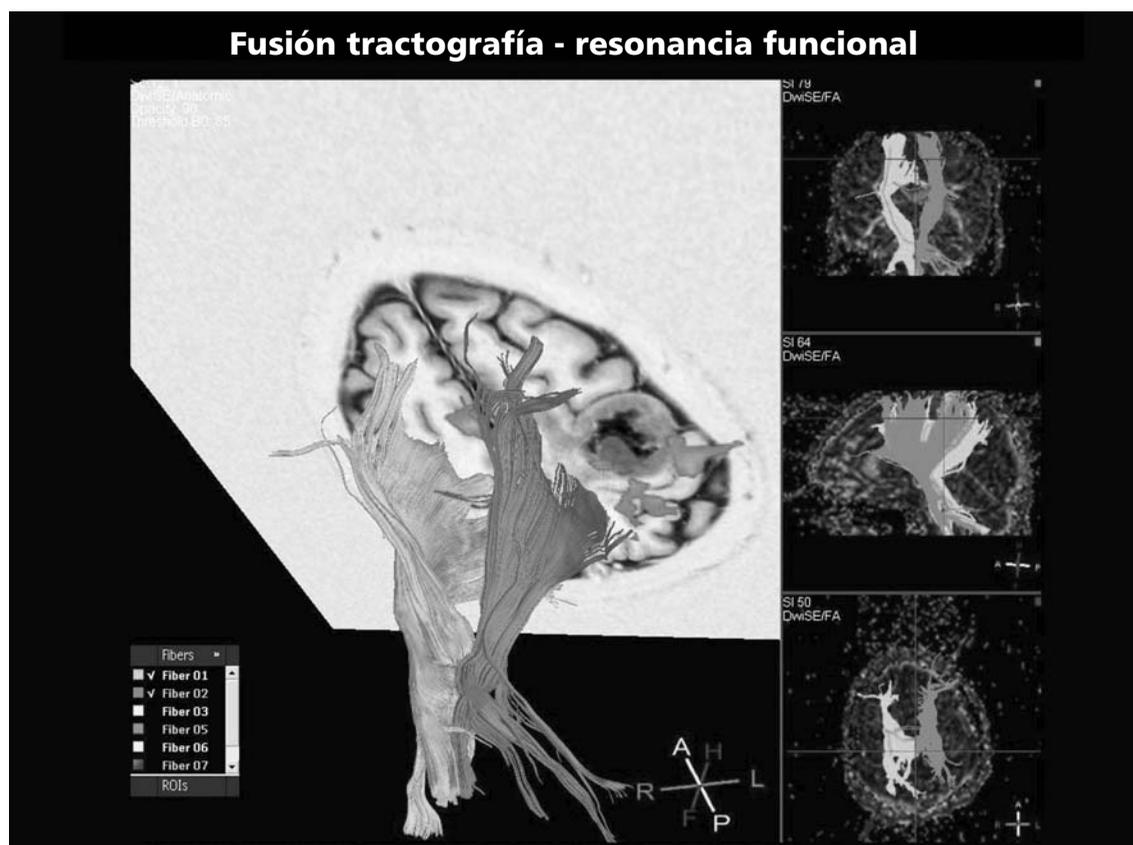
Continuación. Fusión tractografía - resonancia magnética funcional. Se observan ambos haces corticoespinales y el área elocuente motora primaria izquierda. Se puede observar la relación de los mismos con el tumor. No se observa compromiso del haz corticoespinal izquierdo por el tumor.
